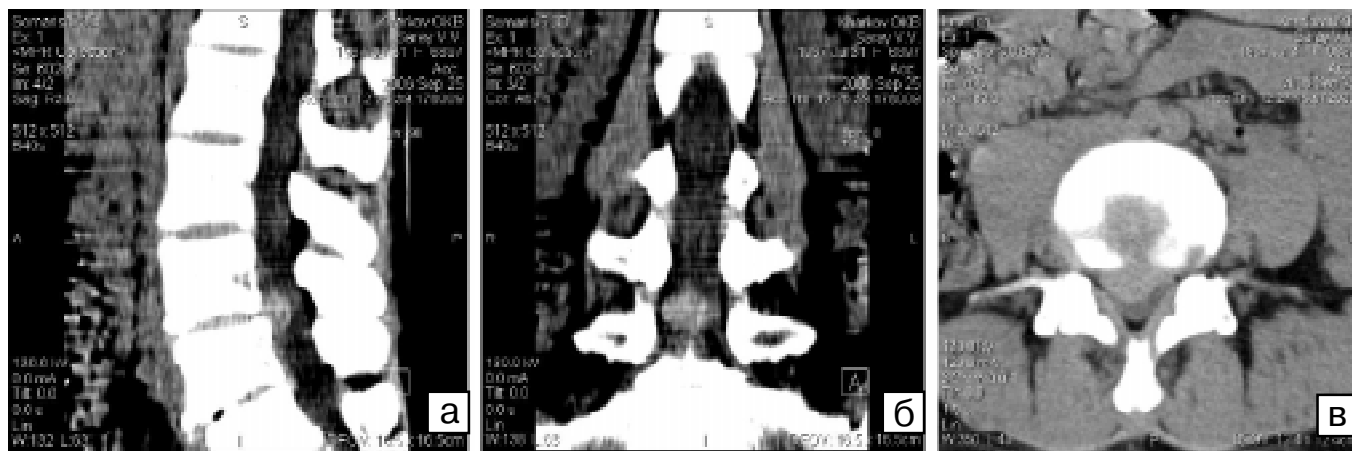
Хворий С., 39 років. Секвестрована грижа диска L4–L5. Спіральна комп'ютерна томографія з тривимірною реконструкцією попереково-крижового відділу хребта: а — сагітальна; б — коронарна; в — аксіальна проекція
